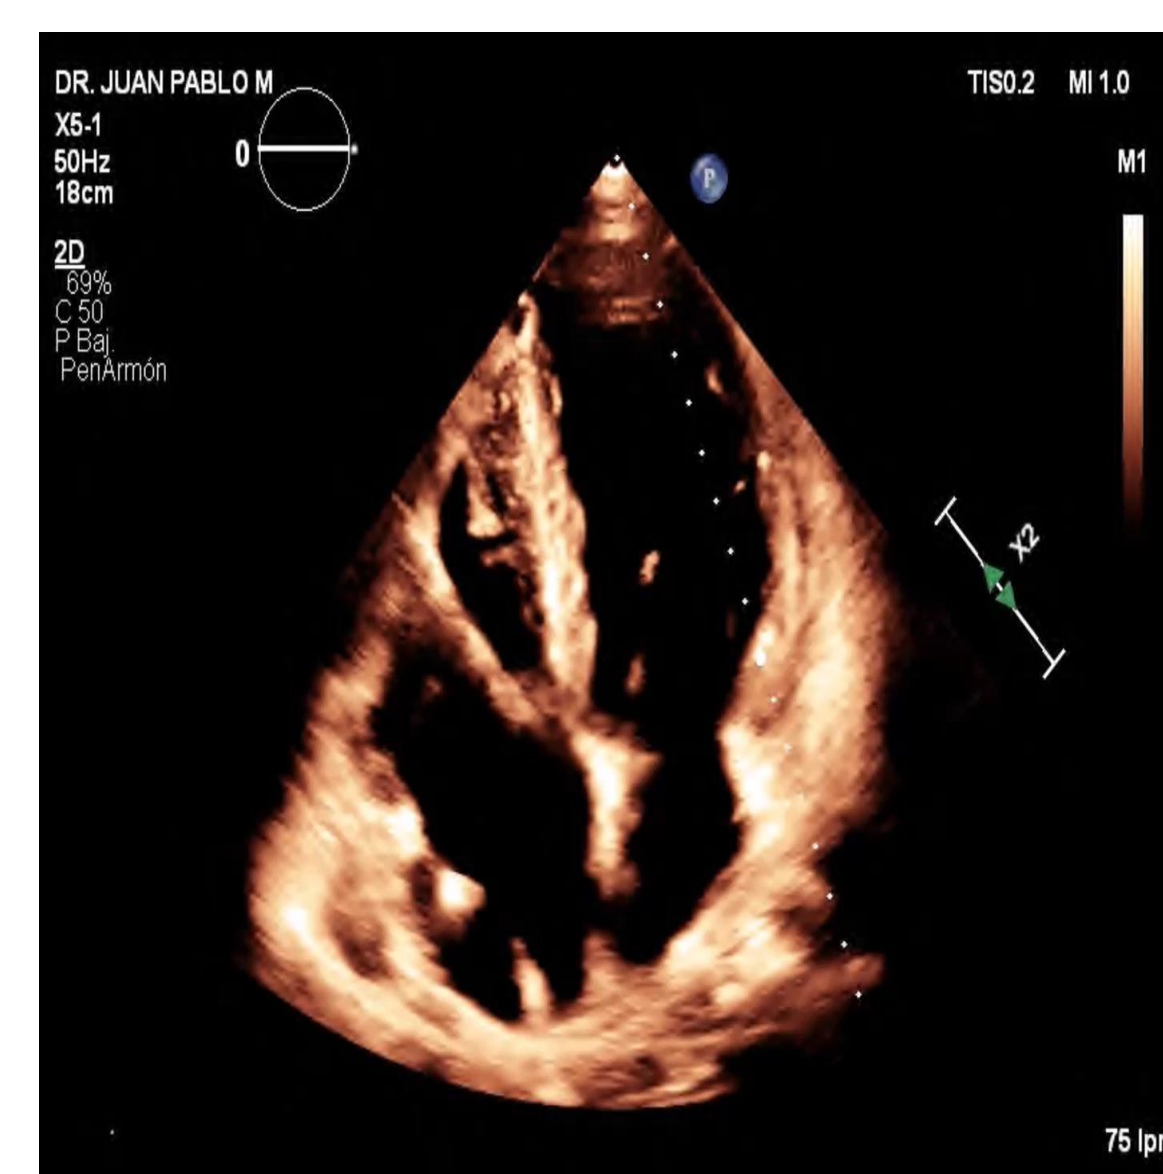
Eco trans torácico, ventana apical 4 cámaras, imágenes compatibles con vegetaciones localizadas en catéteres intracavitarios.
